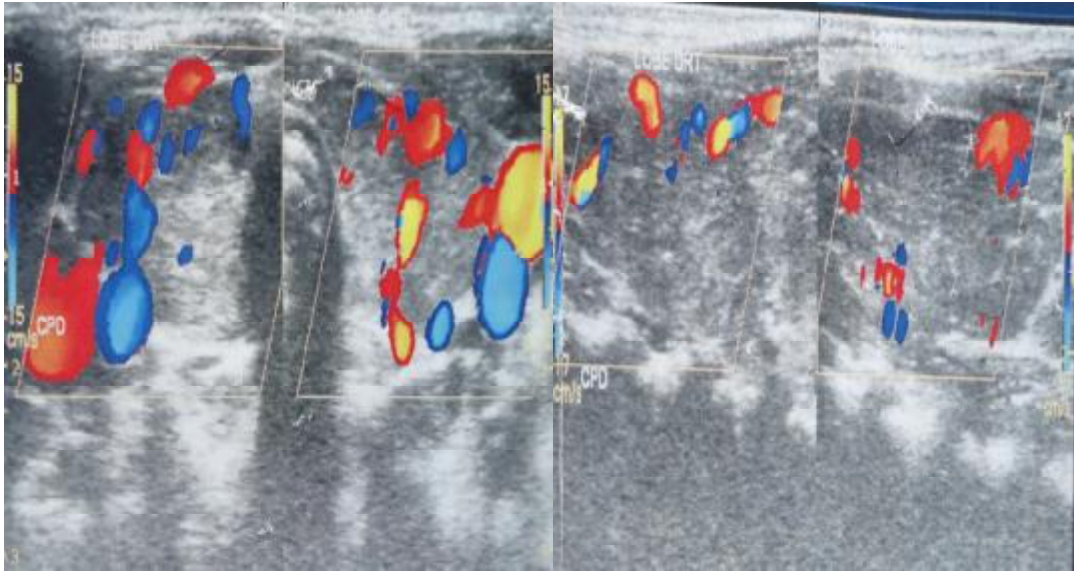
l'hypervascularisation de la glande thyroïde au doppler couleur
